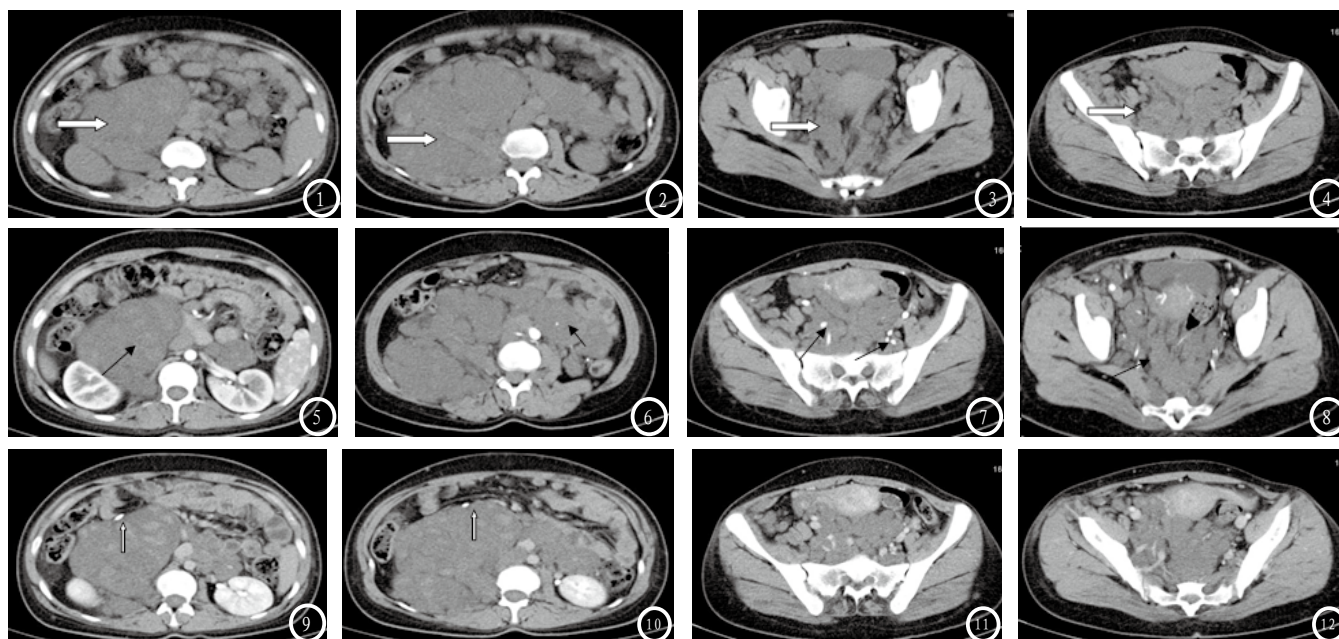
CT平扫:见腹膜后、盆腔及部分间隙(双肾前间隙、腹主动脉旁、膀胱周围、直肠周围间隙、右侧膈肌脚、右侧腰大肌内、腹部肌肉间隙内等)多发大小不等软组织结节灶及肿块(如箭头所示)。图5-8为CT增强扫描早期,肿块呈轻度不均匀强化,部分血管被肿块包绕(图箭头所示),腹腔大血管未见受侵。图9-12为CT增强扫描晚期,肿块强化程度较增强早期有所增加,并可见右侧输尿管受推移(箭头所指为被推挤的输尿管),增强后可见肿块与肾脏、子宫分界清楚。
